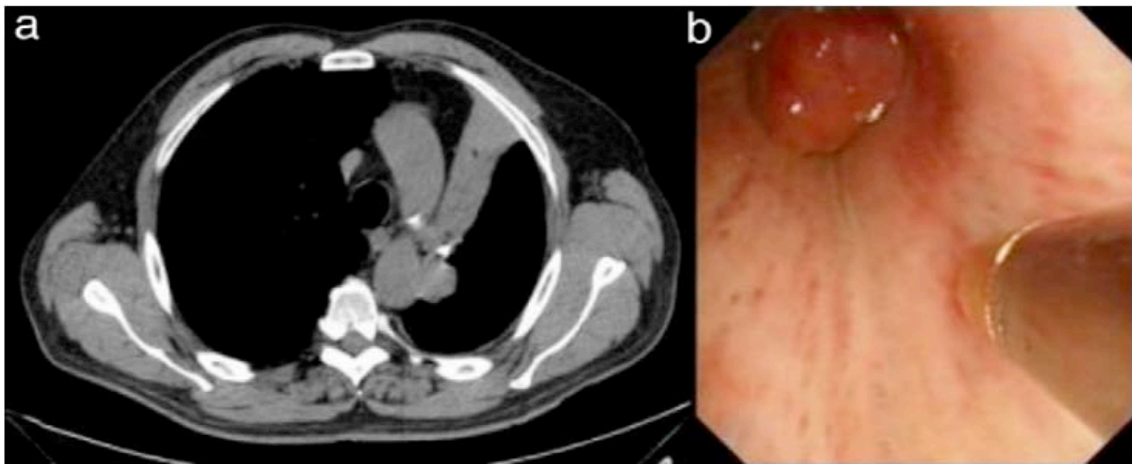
a) Imagen de TAC torácica en la que se observa la estenosis del bronquio principal izquierdo y las adenopatías ipsilaterales que condicionan un colapso del lóbulo superior izquierdo. b) Imagen bronoscópica que muestra la criosonda y la lesión endobronquial en el bronquio principal izquierdo.
